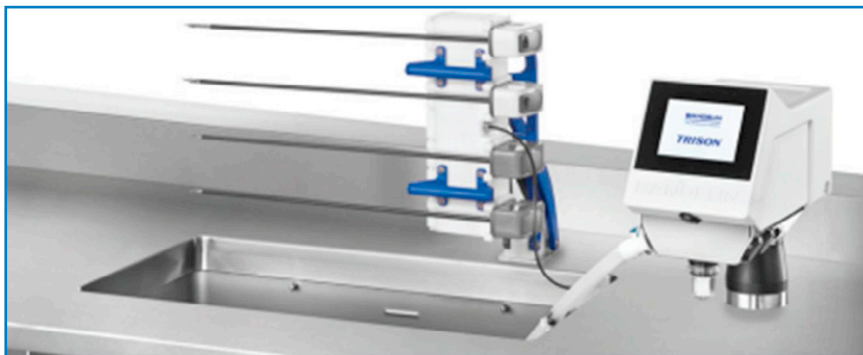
Cuve à ultrasons pour instruments robotiques TRISON.
